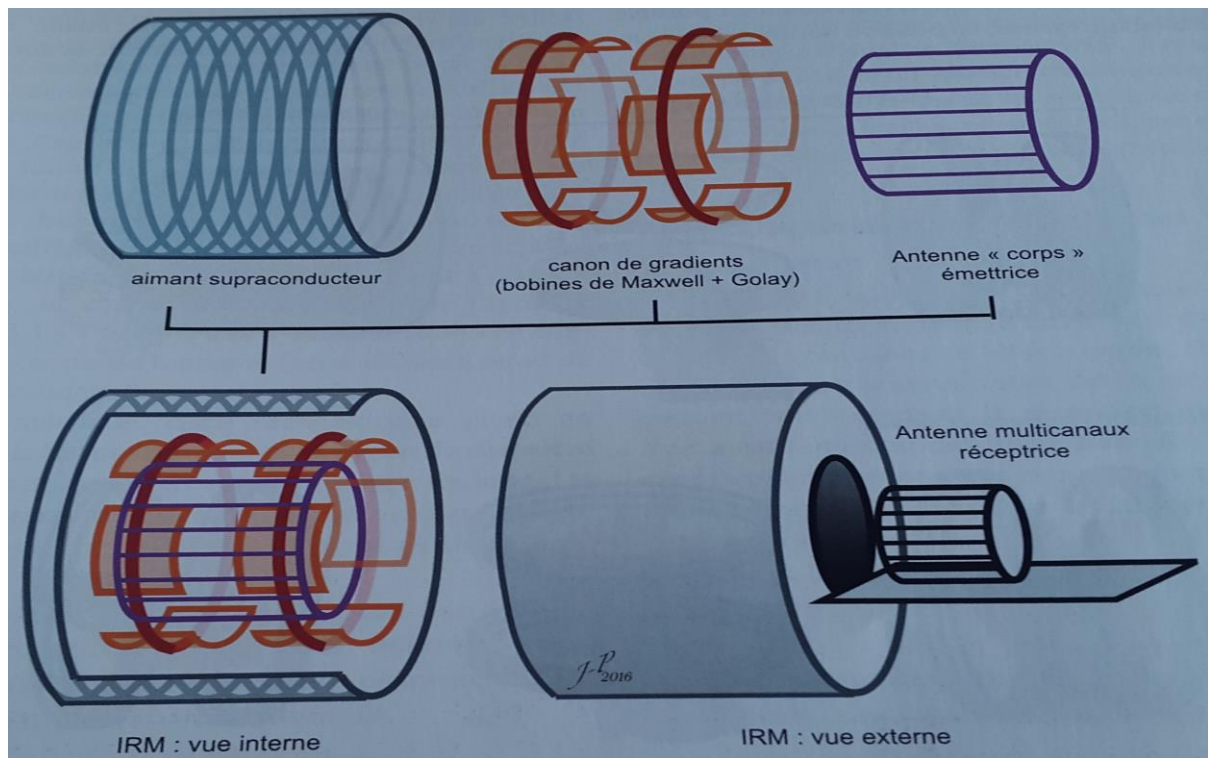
Principaux éléments constituant une IRM (architecture fermée)
